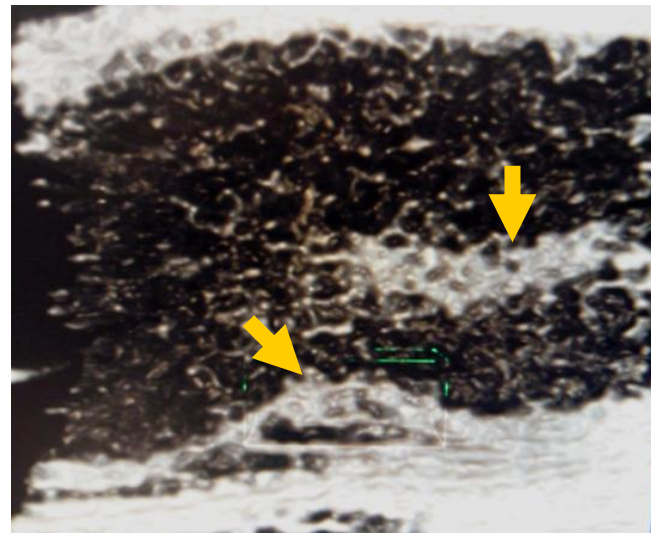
Échographie du pénis montrant une lésion nodulaire intracaverneuse (flèche verticale) et une réaction sous jacente de l'albuginée (flèche oblique).
